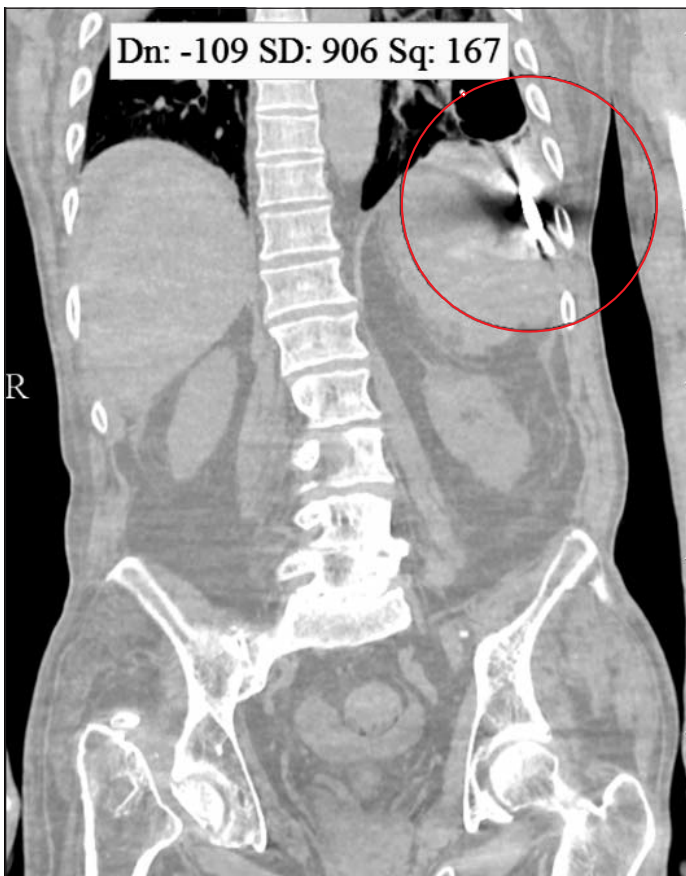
КТ органов грудной клетки в легочном режиме: металлофиксатор входит в свободную плевральную полость (фронтальная плоскость)
